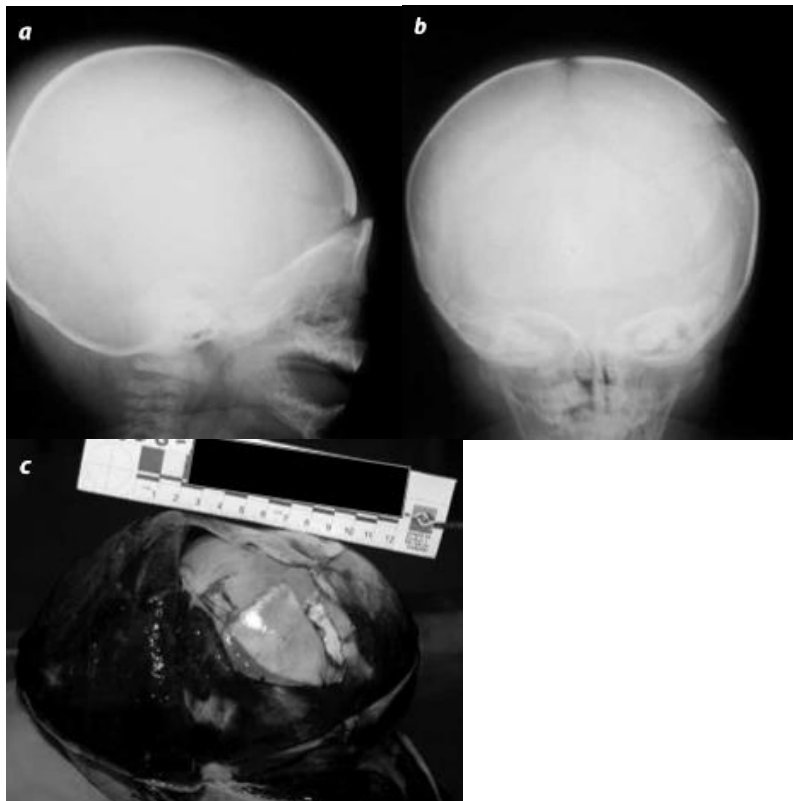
Radiografías del cráneo del cadáver perteneciente a un lactante de 6 meses que se trasladaba en un autobús sobre los brazos de su madre al momento de colisionar con otro vehículo. El menor fue eyectado hacia el frente del autobús y sufrió un trauma craneoencefálico que le causó la muerte. En la disección del cráneo del cadáver se observa la fractura conminuta en la región frontoparietal izquierda, con un extenso hematoma.
